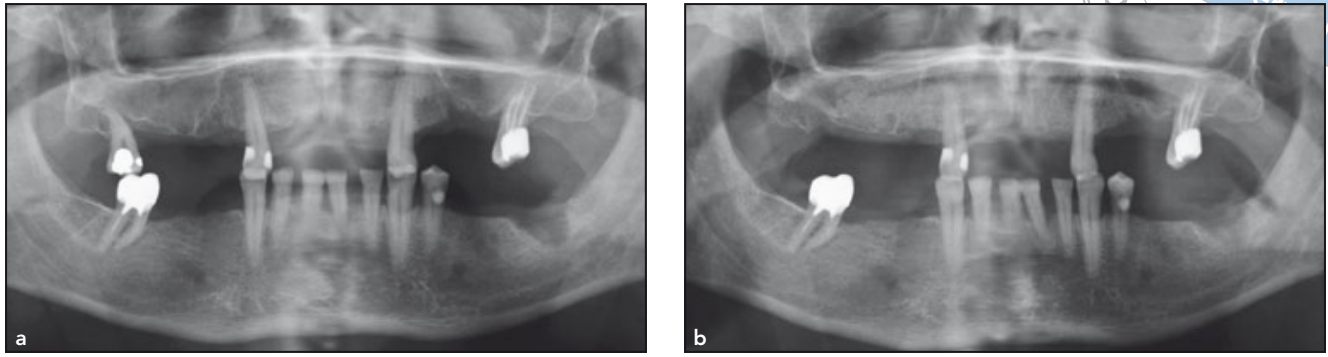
(a) Panoramaröntgenaufnahme des rechten oberen Seitenzahnbereichs mit geringer Knochenhöhe und einer ausgedehnten Kieferhöhle. (b) Derselbe Patient nach Sinusbodenelevation mit einer Mischung aus nanokristallinem Hydroxylapatit und Patientenblut im rechten oberen Seitenzahnbereich.
